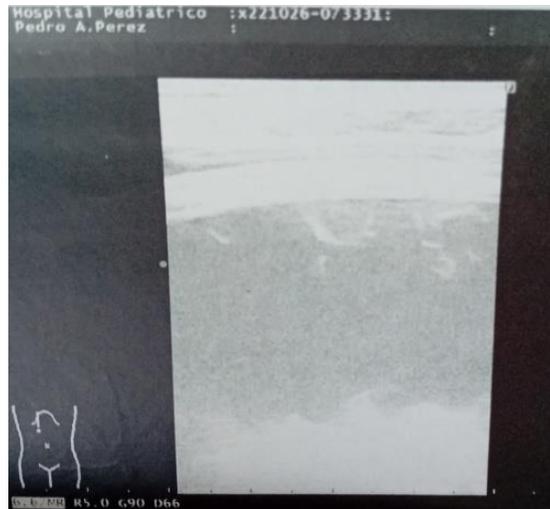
Ultrasonido torácico
